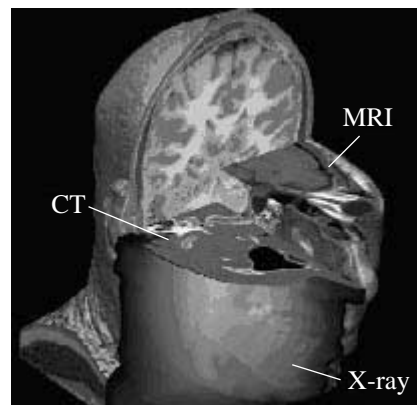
3D image involving the corresponding MRI, CT, and anatomical image in the Visible Human Project.
